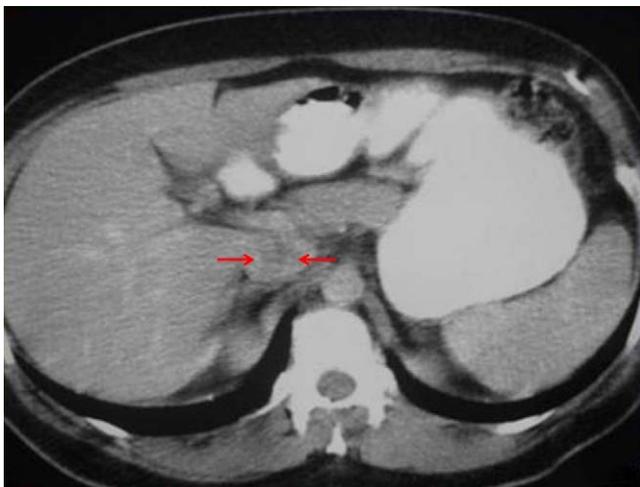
TC axial con administración de contraste oral: se aprecia ocupación de la vena cava inferior por material hipodenso (flechas).
